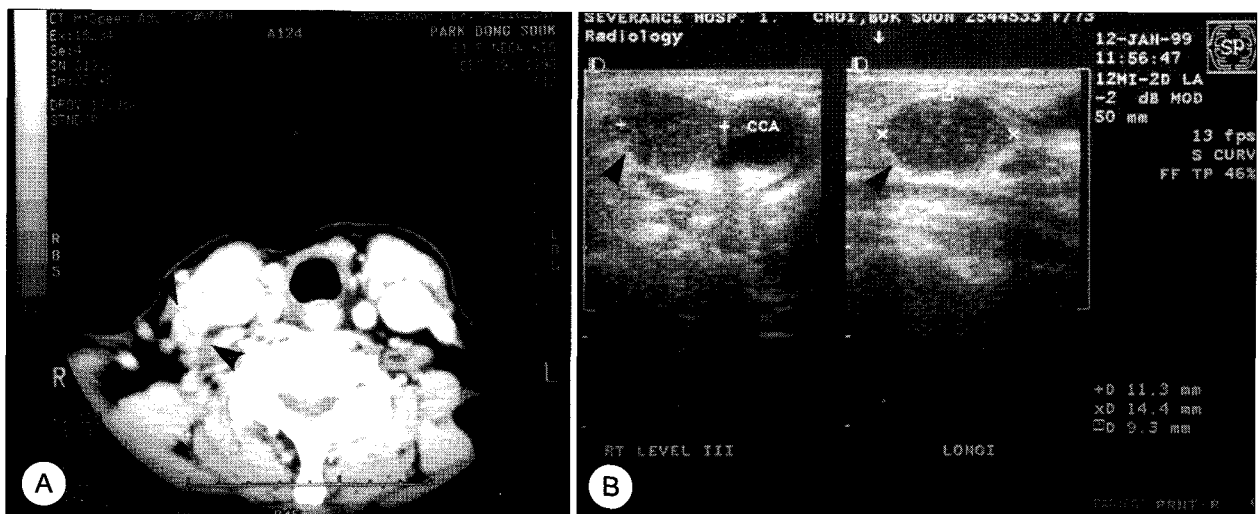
Nodal metastasis on lateral neck : a) CT scan : There were metastatic nodes on Rt. level IV area, b) Ultrasonographic findings : A metastatic node lateral to right common carotid artery.
